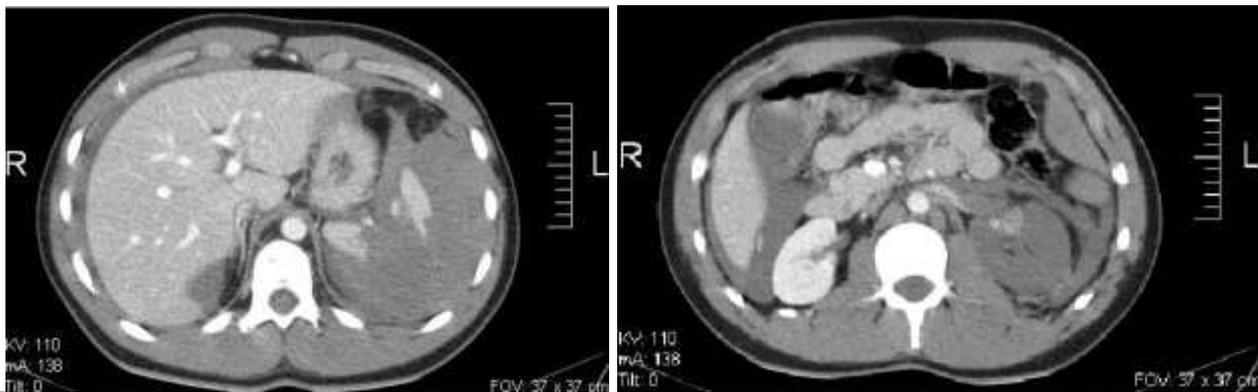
Tomografía computada de abdomen. Corte axial. La imagen de la derecha muestra una lesión esplénica grado IV y fuga del contraste endovenoso.
